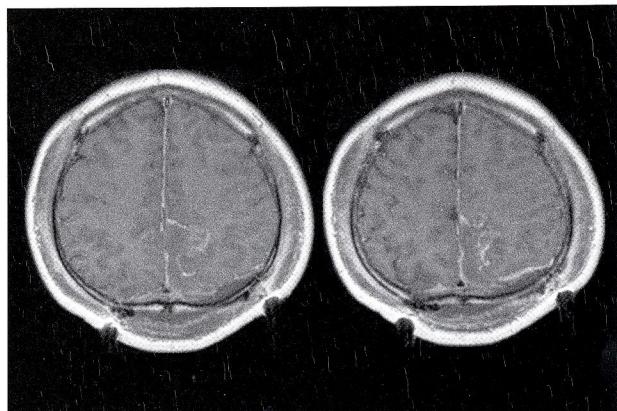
Gd-DTPA enhanced MRI (術後)
